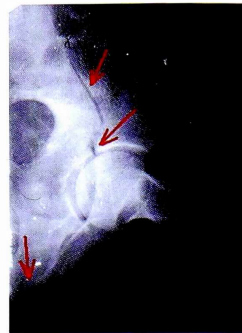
Рентгенография левого тазобедренного сустава в косой-подвздошной проекции, выполнена по методике НМИЦ ТО. Стрелками показана линия перелома в местах прохождения через визуализируемые структуры вертлужной впадины.
